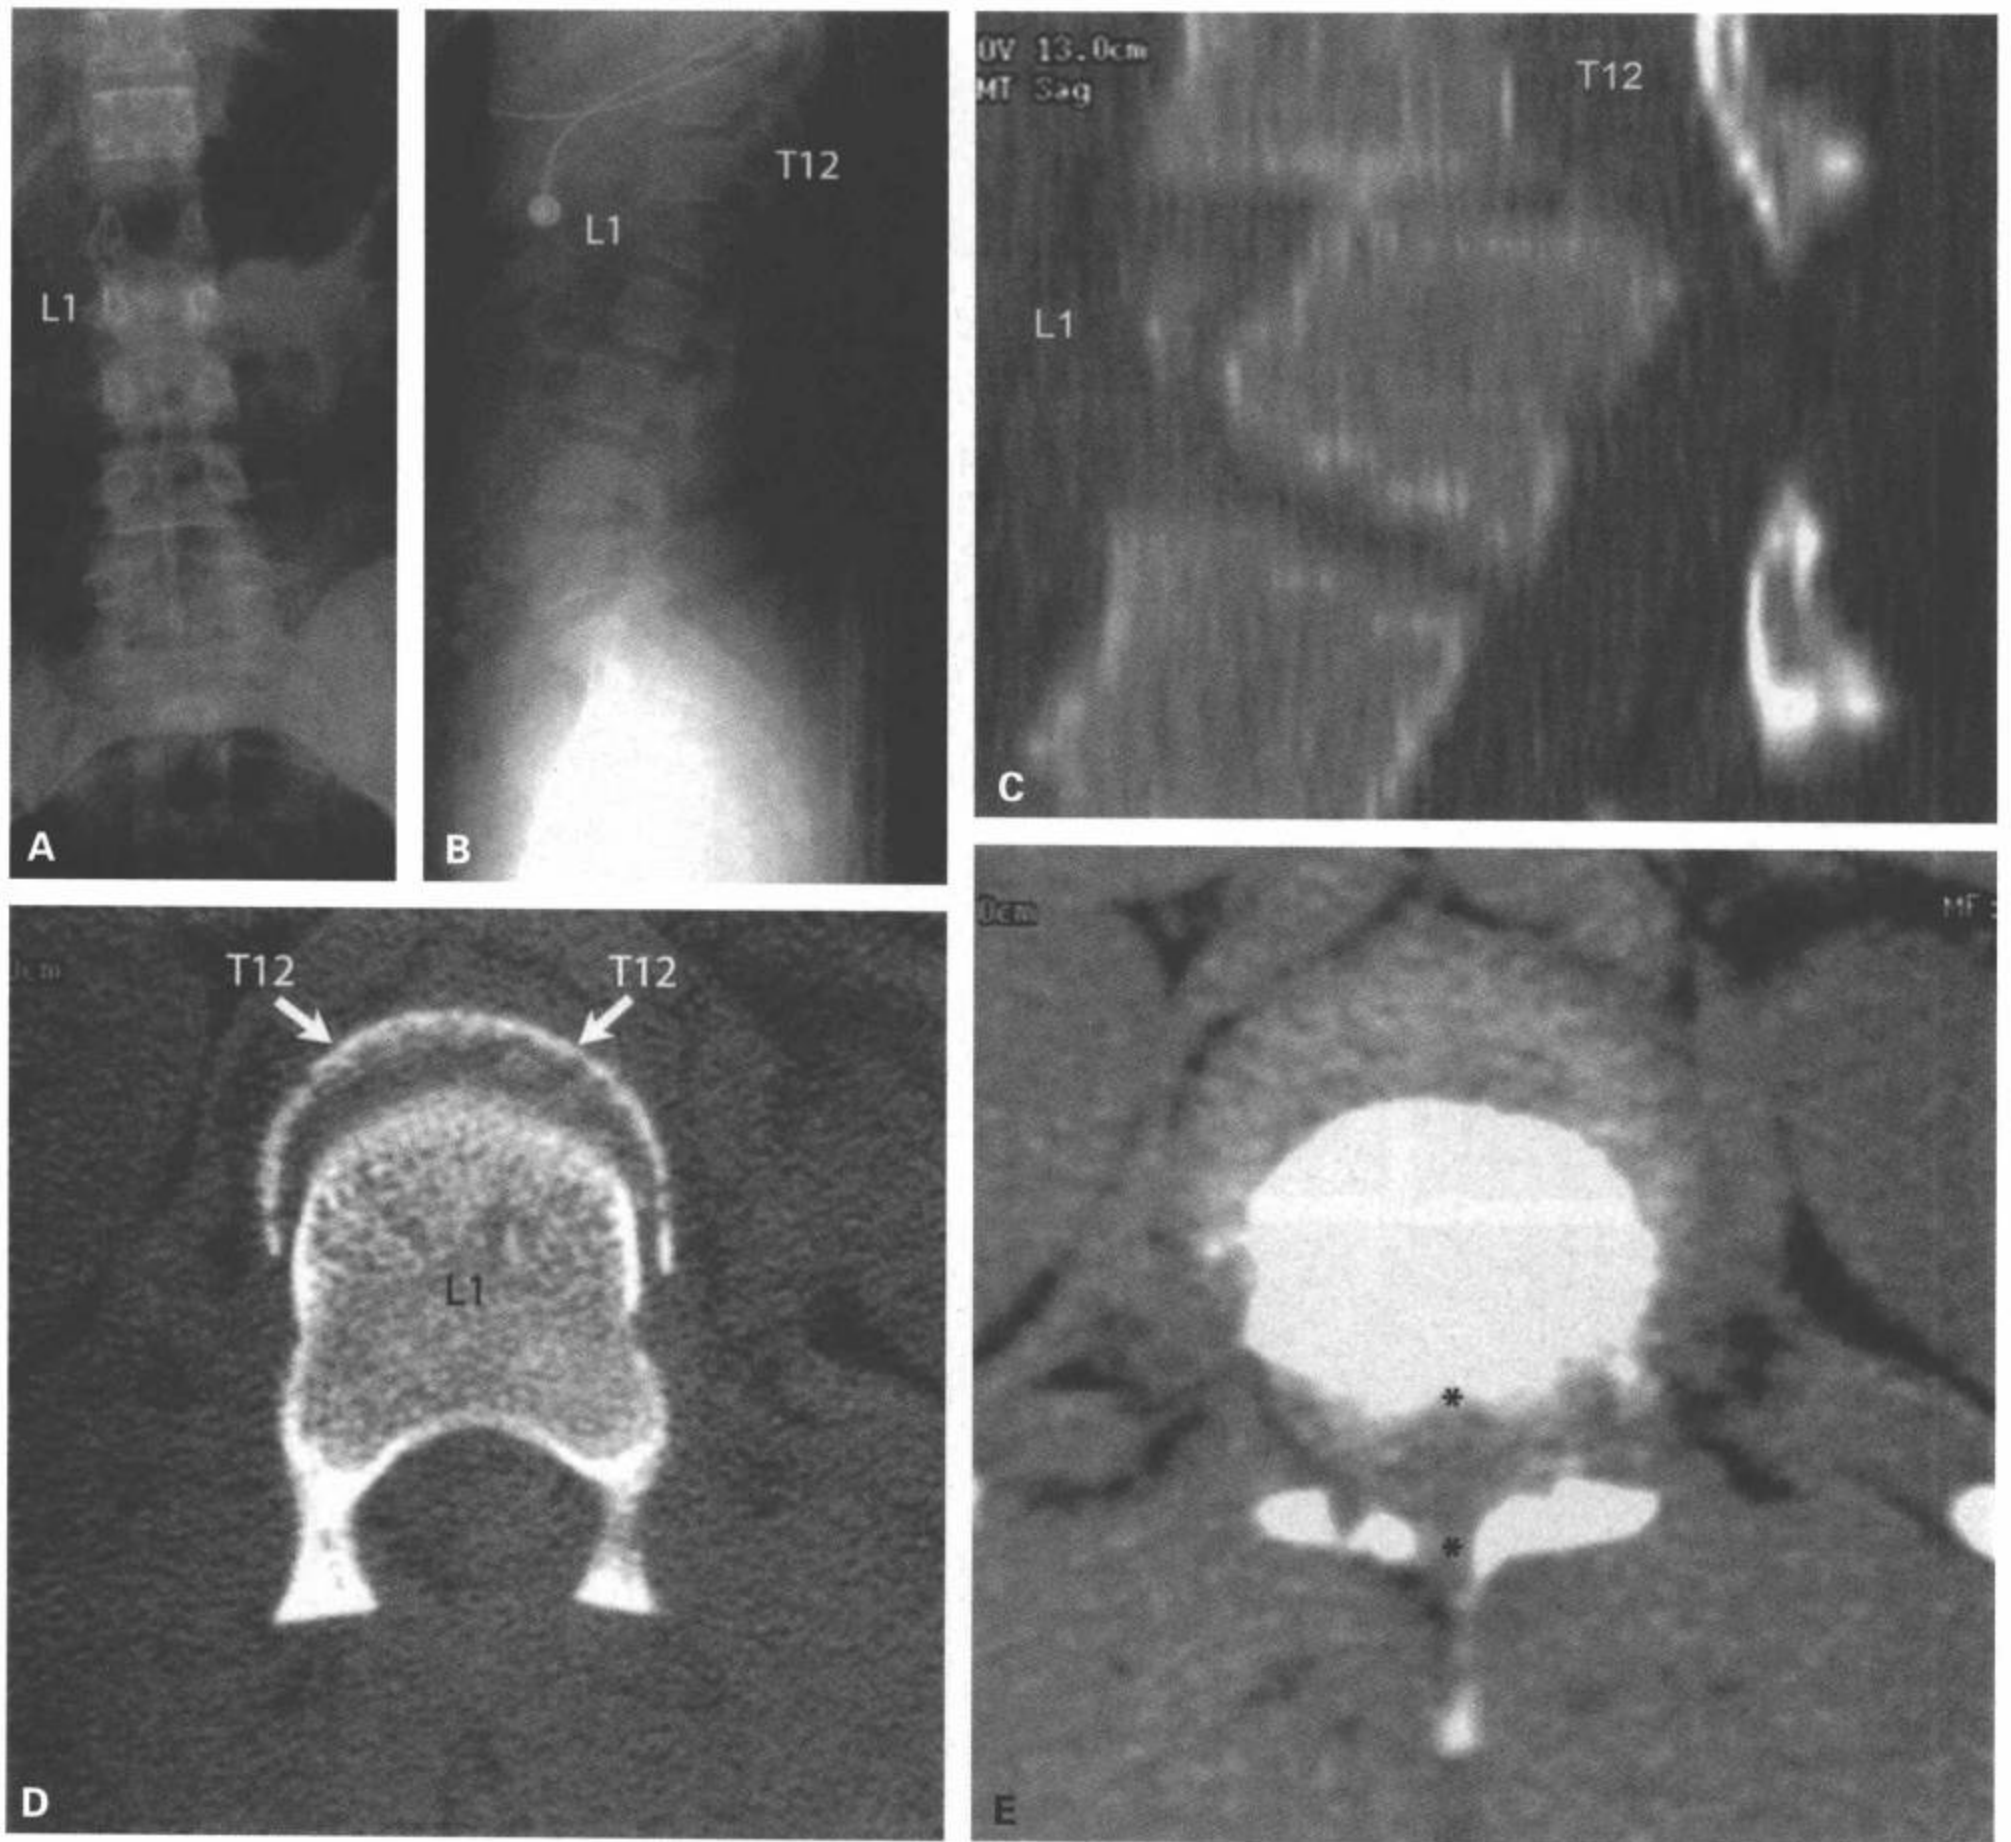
L1骨折脱位。11岁女童，在蹦床上受到另一个儿童的袭击而出现过度伸展性损伤。腰椎前后位（A）和侧位（B）片显示继发于过度屈曲性损伤和骨折脱位的T12在L1上方向前滑脱、与L1棘突相比，T12棘突展开，并在CT矢状面重组图像（C）上得到证实。横断面CT图像（D）显示上方的T12椎体和下方位置的L1椎体的皮质轮廓。腰椎CT横断面软组织窗（E）显示骨折脱位水平的腰椎椎管变窄（星）。
